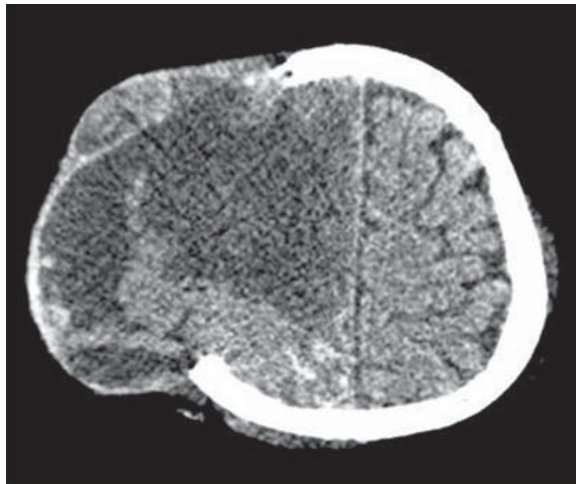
Absceso cerebral por *Aspergillus spp.* TC de cráneo con contraste, ventana de tejidos blandos, corte axial. Masculino de 16 años. Anemia aplásica. En el hemisferio derecho del cerebro hay una zona de menor densidad que se extiende por fuera de la calota, presenta pared definida y gruesa por fuera, misma que sobresale con el contraste (absceso cerebral). Se observa aparente realce de las leptomeninges en los surcos en lóbulo parietal derecho (meningitis).
